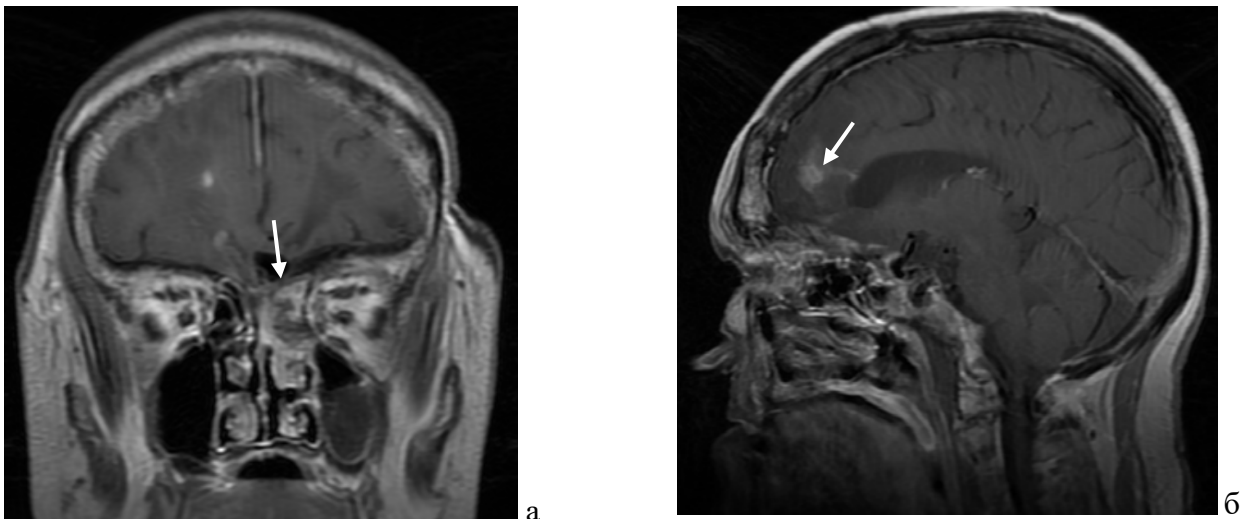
МРТ головного мозга: а - фронтальная проекция, T1 режим, послеоперационные изменения в области свода решетчатого лабиринта, пластические материалы в области дефекта (указаны стрелкой); б - сагиттальная проекция, T1 режим, остатки абсцесса правой лобной доли (указаны стрелкой)
